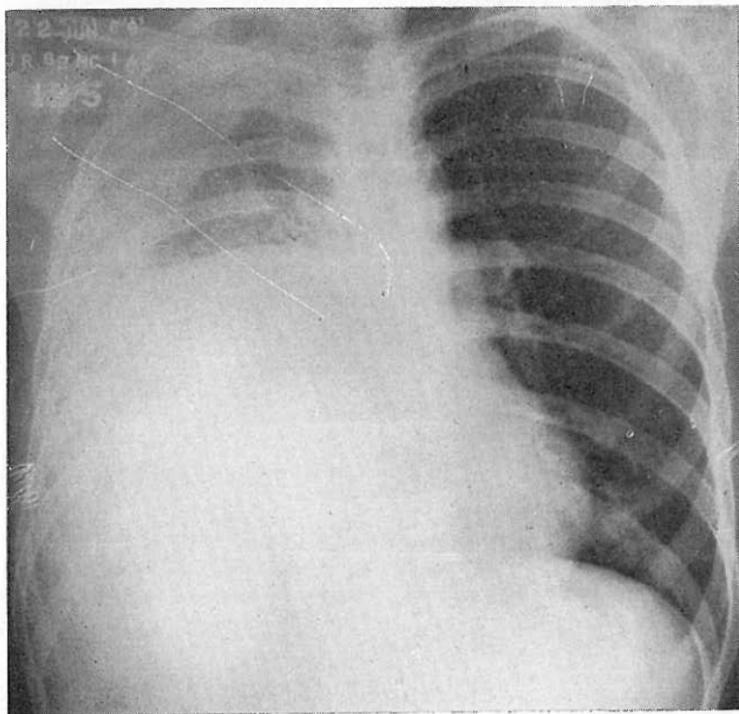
Radiografía postero anterior del tórax con signos radiológicos de derrame pleural derecho, en un caso de absceso hepático amibiano del lóbulo del mismo lado. (Cortesía del doctor Carlos R. Pacheco)
